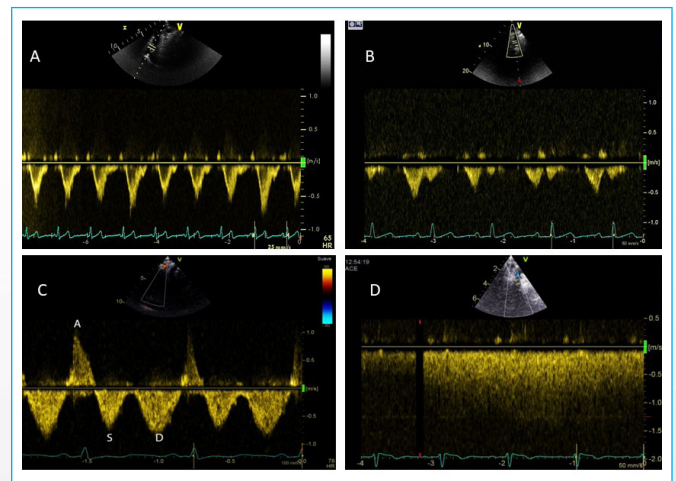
Algunos patrones en Doppler pulsado. A: fusiones de ondas por taquicardia. B: Malformación de Ebstein: flujo sistólico ausente, atrial retrogrado seguido de anterógrado por baja compliance del VD. C: atrial retrogrado gigante por complacencia anormal del VD. D: Turbulencia por obstrucción tumoral de la VCS.
